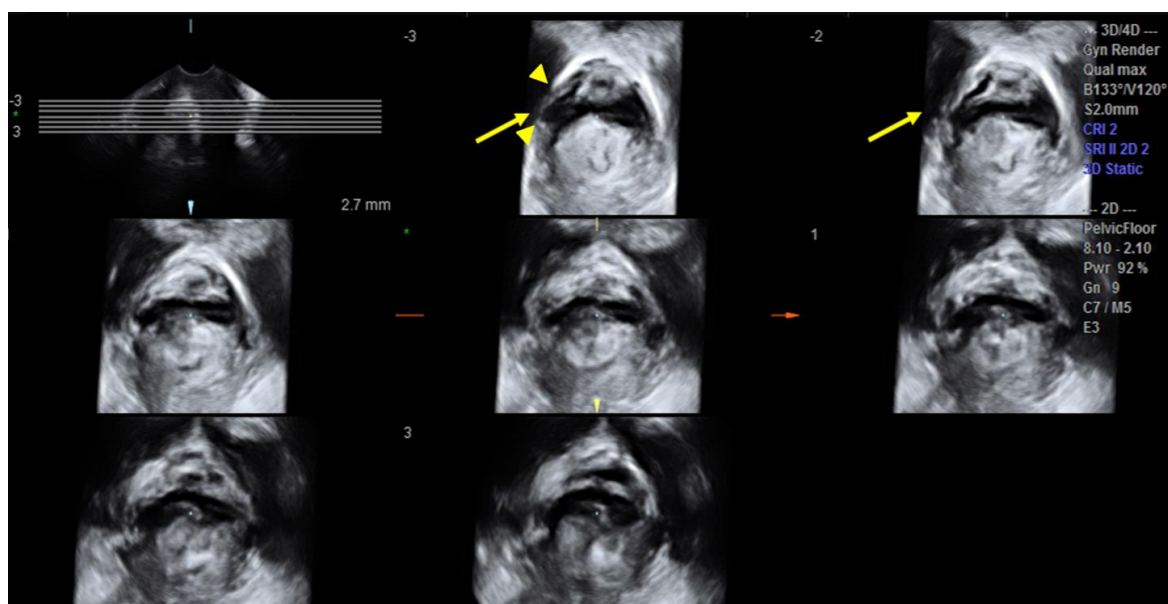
Ultrassonografia 3D do assoalho pélvico na técnica de TUI (*tomographic ultrasound imaging*) - determinação do plano de dimensões mínimas hiatal demonstrando a lacuna levantador púbis (LLP), entre as cabeças de seta.
